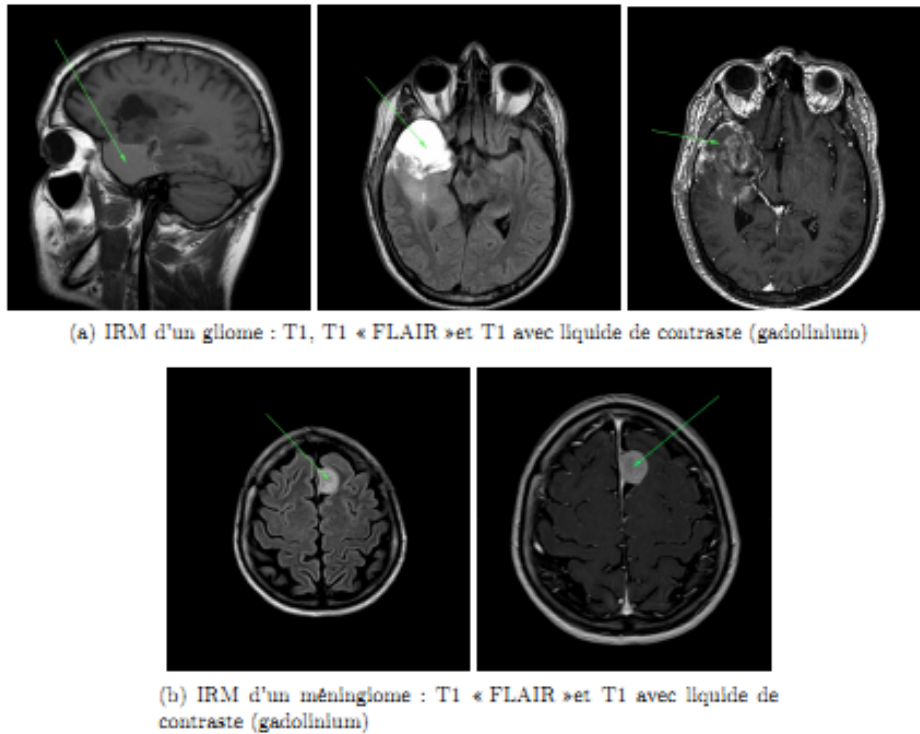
IRM de tumeurs cérébrales. La flèche verte sur les images indique la tumeur.
